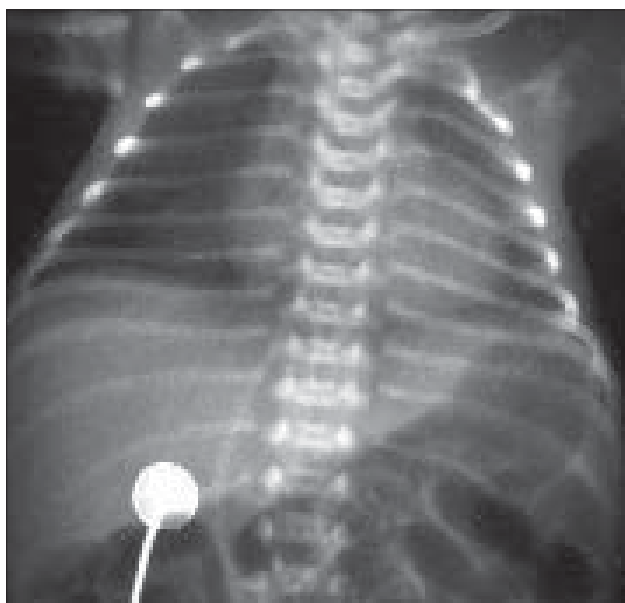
Agenezie timus. Radiografie toracică AP.
